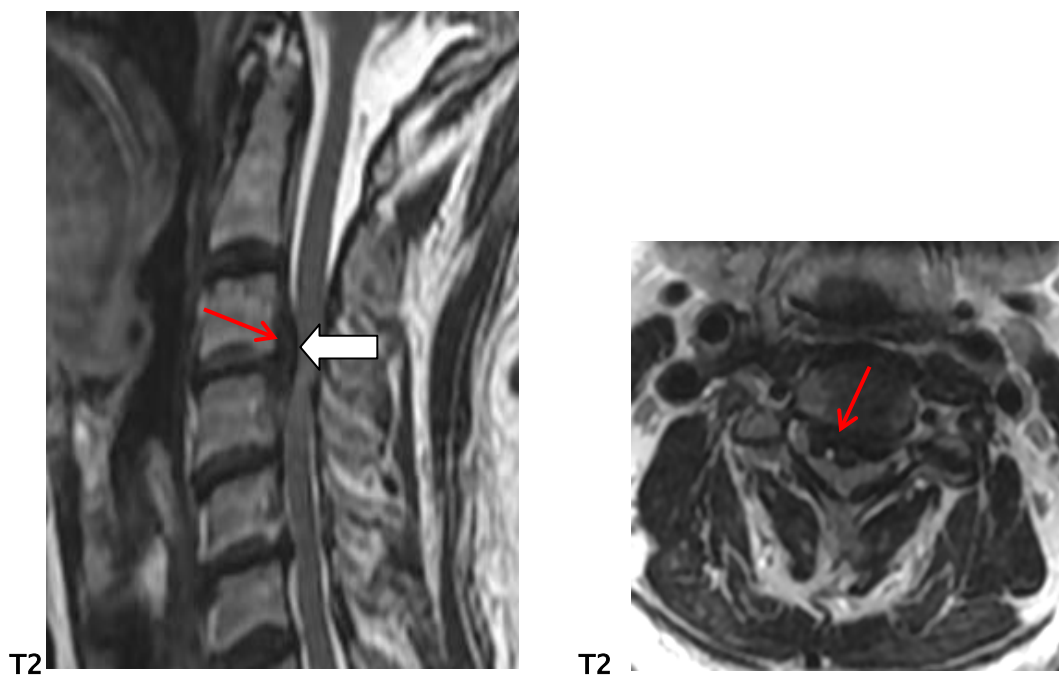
IRM cervicale en pondération T2 coupe sagittale et coupe axiale chez un patient montrant une CM à l'étage C3-C4 : hernie discale médiane et para médiane bilatérale à l'étage C3-C4, sous ligamentaire migrée en haut, comprimant la moelle avec signe de souffrance médullaire en hypersignal T2.
